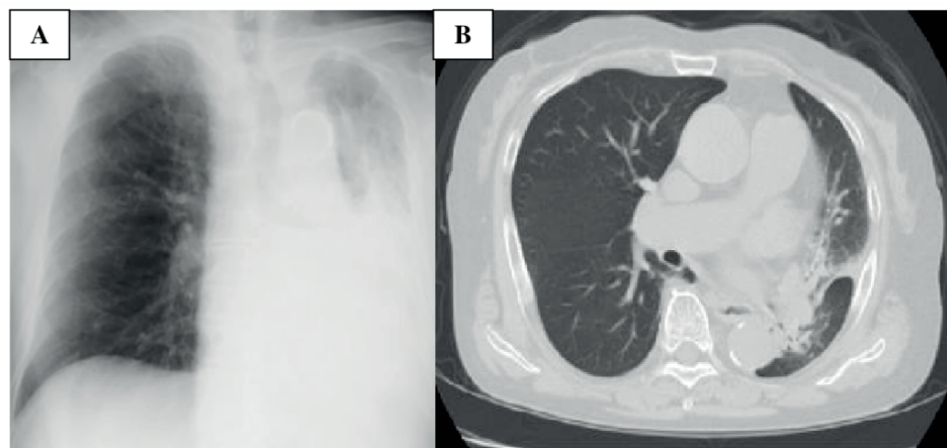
A la izquierda (A) hemitórax izquierdo con aumento de la densidad pulmonar y desviación traqueal hacia hemitórax afecto. Tomografía computarizada (B) colapso de pulmón izquierdo por impactación de moco en bronquio principal izquierdo.
